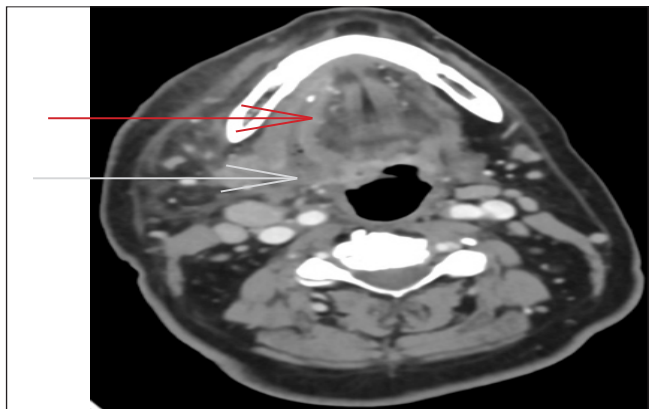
TDM cervicale en coupe axiale montrant une dilatation du canal de Wharton droit à contenu hydroaérique en amont d'un calcul obstructif avec multiples logettes liquidiennes submandibulaires droites (flèche ←)
